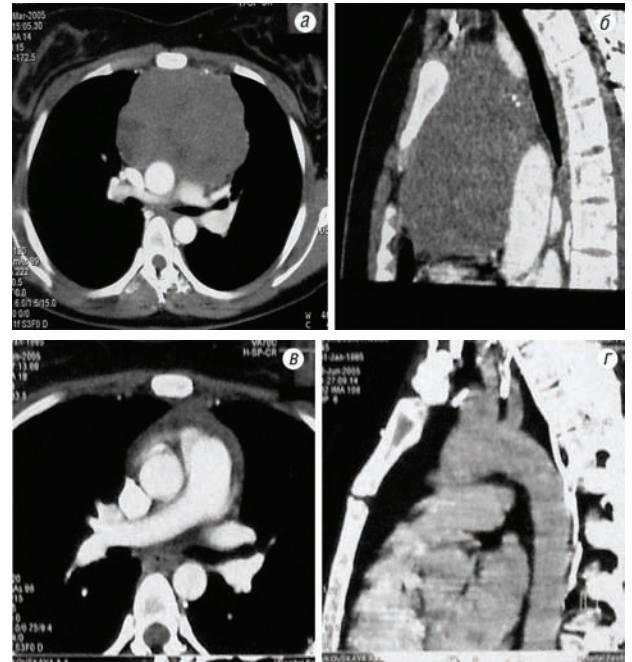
КТ пациента со злокачественной тимомой до ВАПХТ (а, б), после ВАПХТ (в, г)
